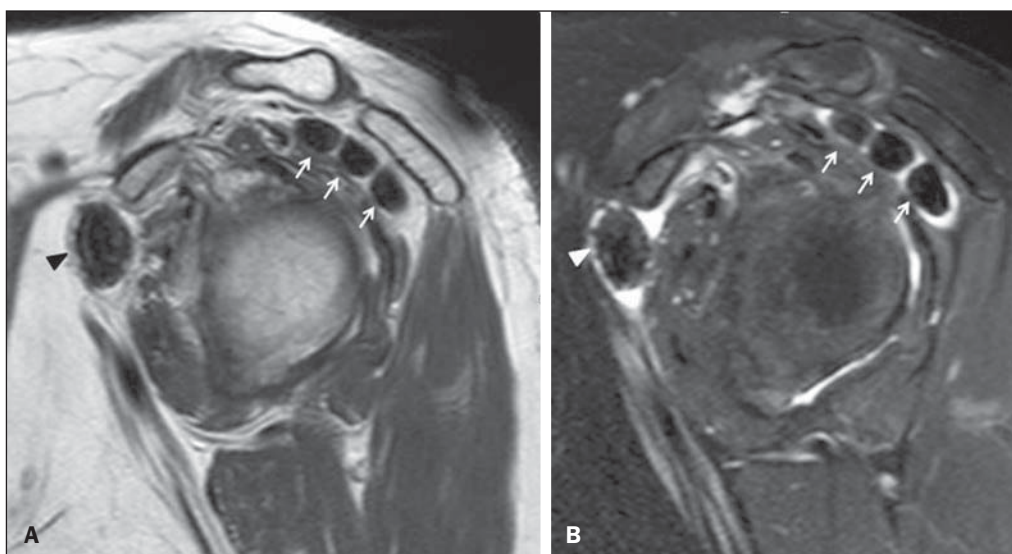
Osteocondromatose sinovial secundária. RM do ombro em corte sagital ponderado em T1 (A) e sagital T2 fat sat (B). Presença de nódulos calcificados (osteocondromas sinoviais) na bursa subacrômio-deltoidiana (setas) e no recesso articular subescapular (cabeças de setas) com aspecto característico nodular e apresentando marcado hipossinal em T1 e T2.
